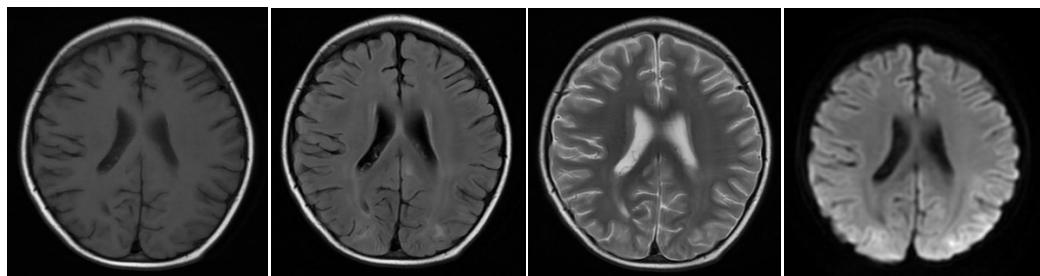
Case 1 head MRI
